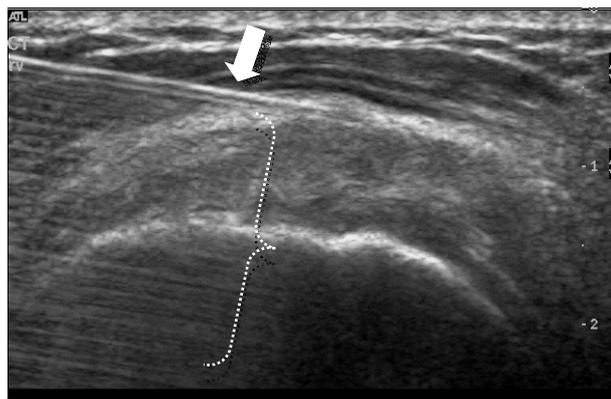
Coupe échographique montrant l'aiguille (flèche) et son artefact de répétition (accolade)
